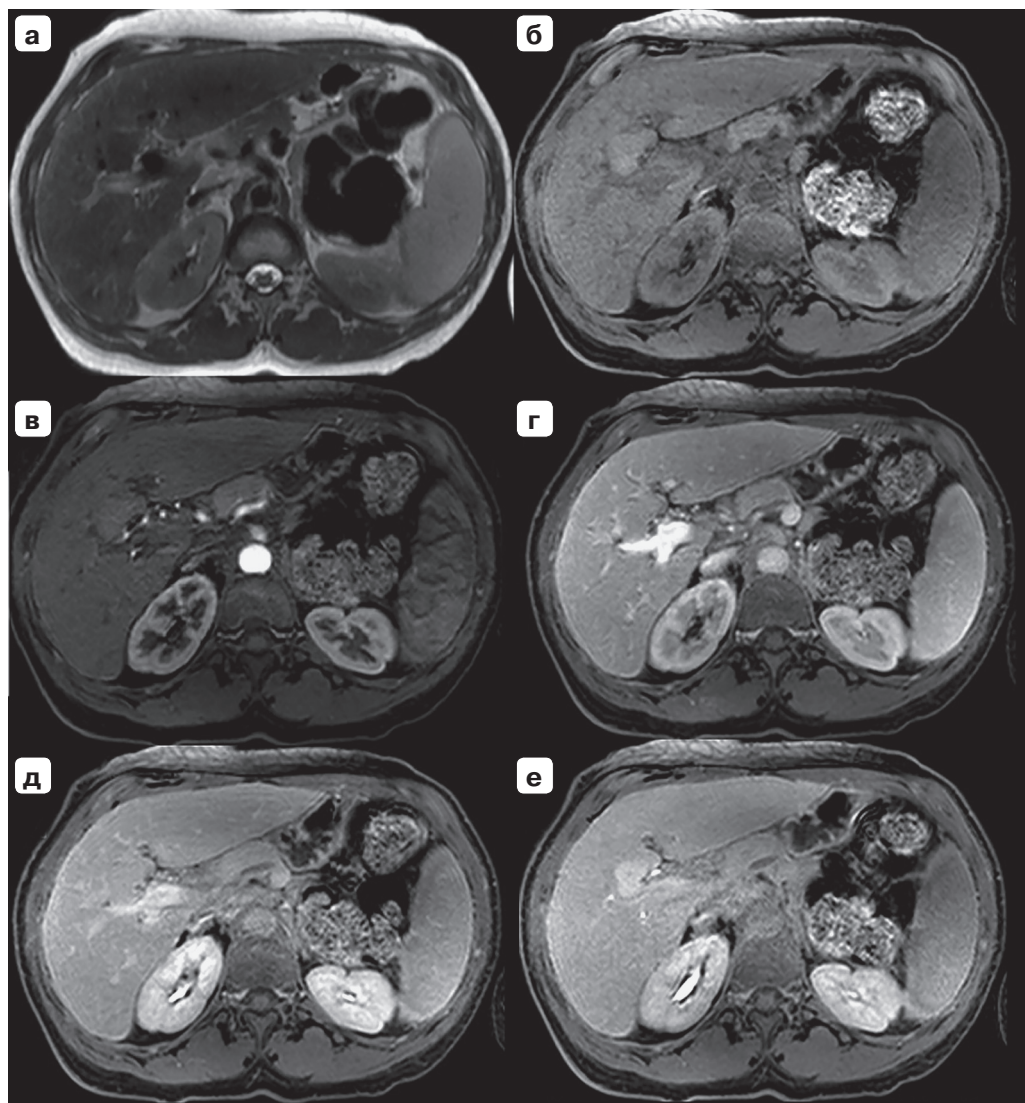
Регенераторный узел в S<sub>1</sub> печени. МРТ с гепатоспецифическим контрастным препаратом. Узел гипоинтенсивен на T2-ВИ (а) и T1-ВИ (б), накапливает контрастный препарат аналогично паренхиме печени в артериальную (в), венозную (г) и гепатобилиарную фазы (е). В транзитную фазу (д) имеет слабо гипоинтенсивный МР-сигнал за счет более активного накопления контрастного препарата окружающей паренхимой. Не ограничивает диффузию (ж, з). Стрелкой указан регенераторный узел в S<sub>1</sub> печени.
